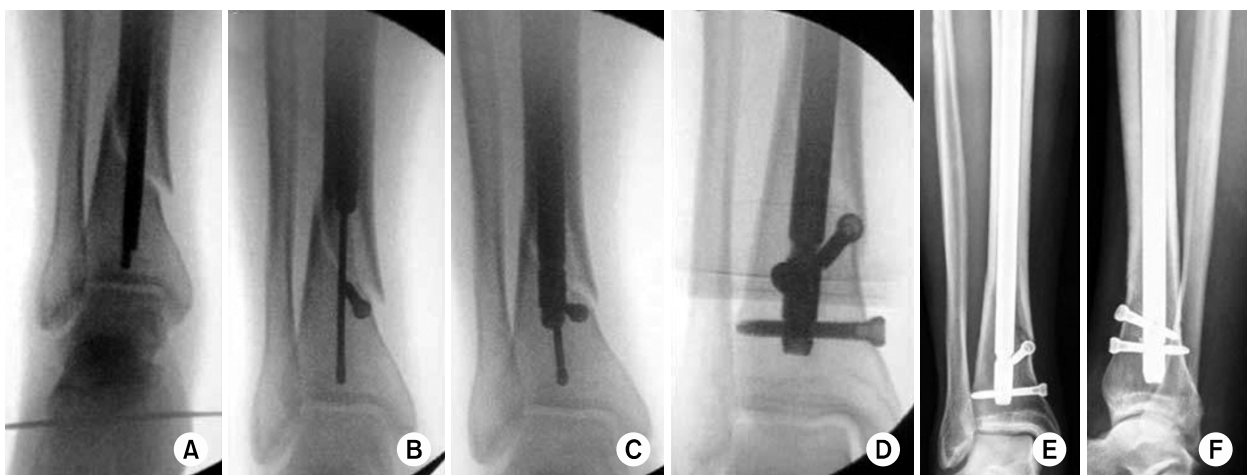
The fluoroscopic X-rays (A~D) reveal using the poller screw for accurate insertion nail. Postoperative X-ray, (E) anteroposterior, and (F) lateral view.
